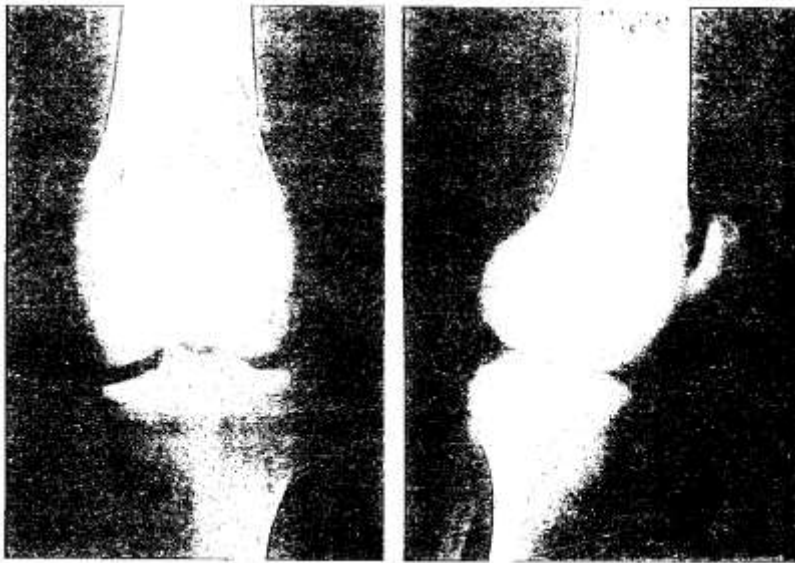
Radiografía AP y L de una paciente que presentaba un osteosarcoma osteoblástico del tercio superior de la tibia derecha.
